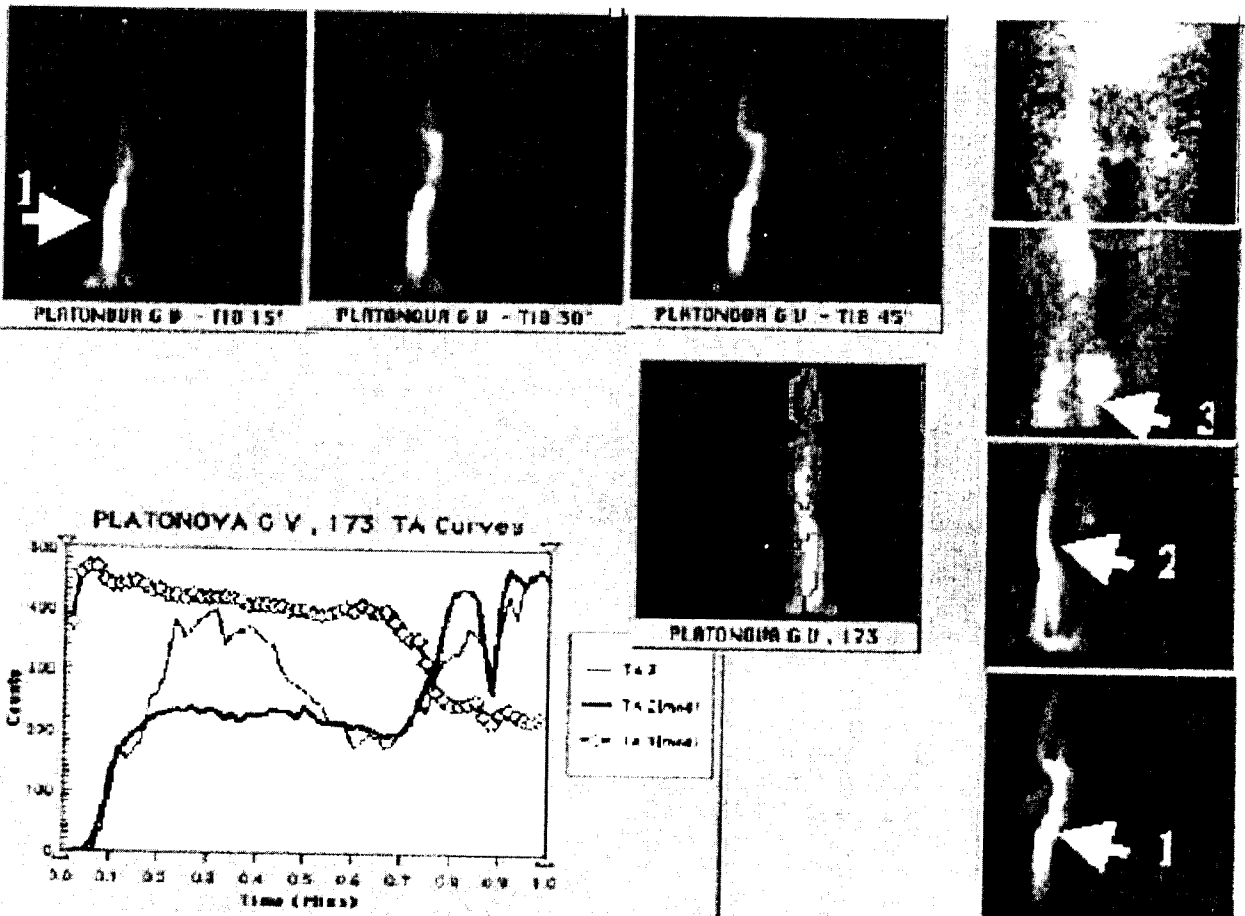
Флебосцинтиграмма того же больного. Исследование выполнено в вертикальном положении пациента. Варикозная болезнь. 1 – четко гомогенно контрастированные глубокие вены голени; 2 – подколенная вена; 3 – большая подкожная вена с варикозным конгломератом на бедре
